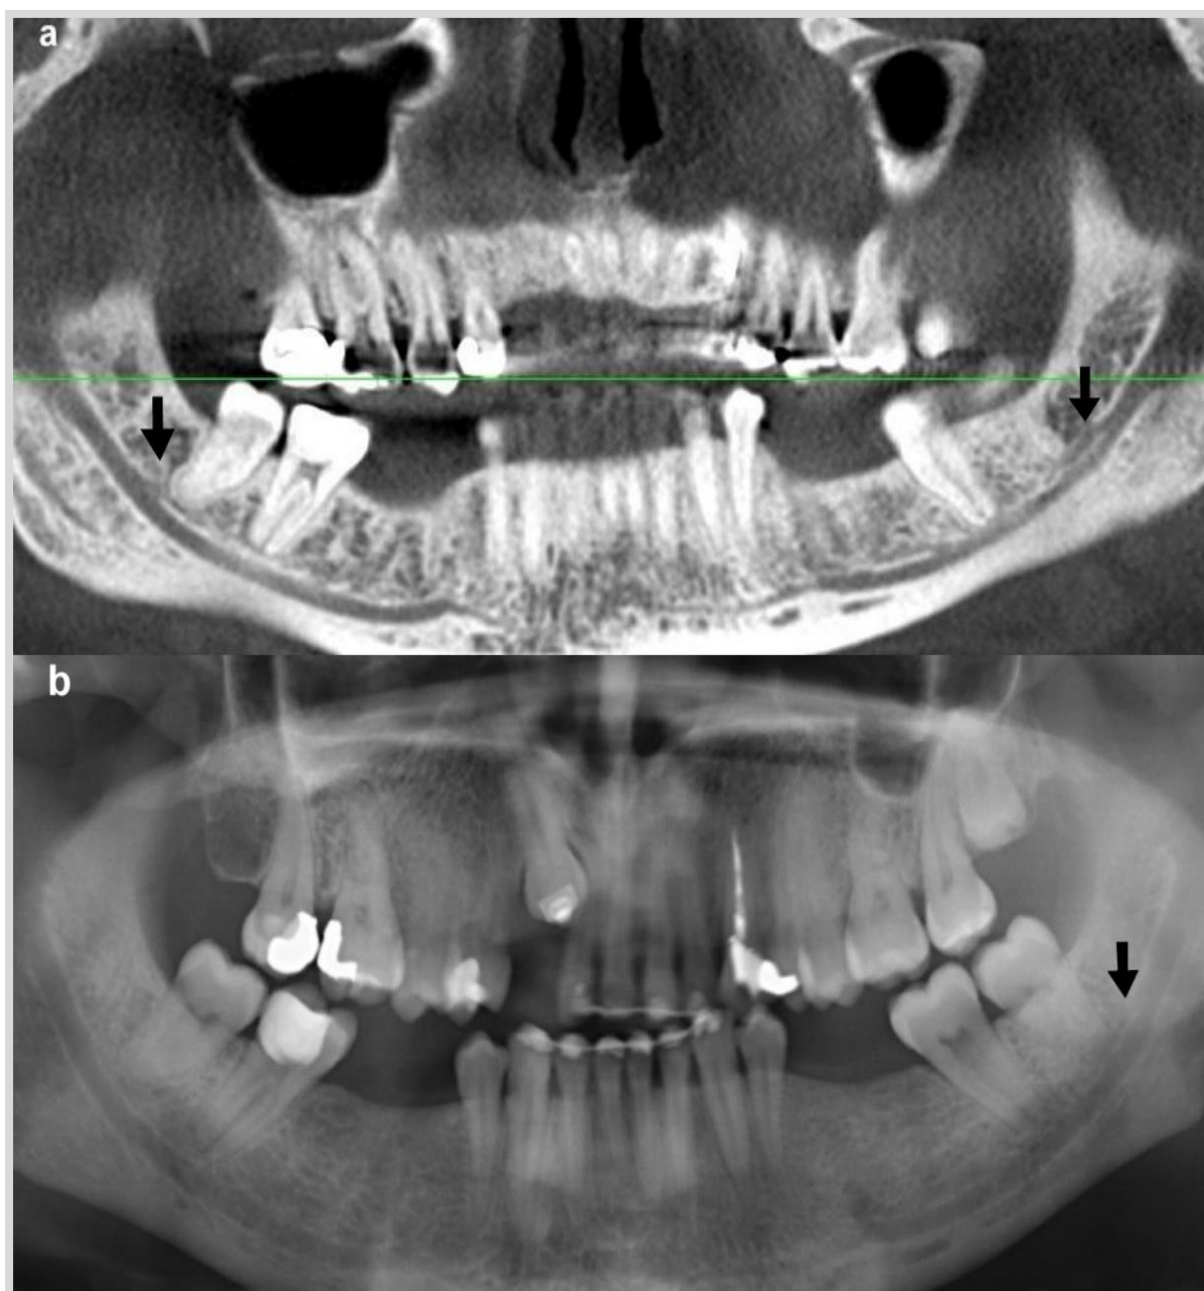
(a) Canal mandibular (CM) bífido dental y CM bífido anterior en una reconstrucción para-panorámica de tomografía computarizada de haz cónico. (b) Ortopantomografía correspondiente al mismo paciente. No se puede identificar el trayecto del canal dental dirigido hacia el diente 48.
